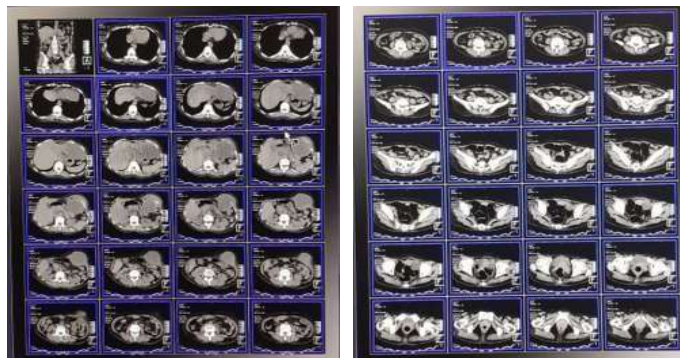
Scanogram CT Scan Abdomen Pre Kontras(Instalasi Radiologi RS X)
